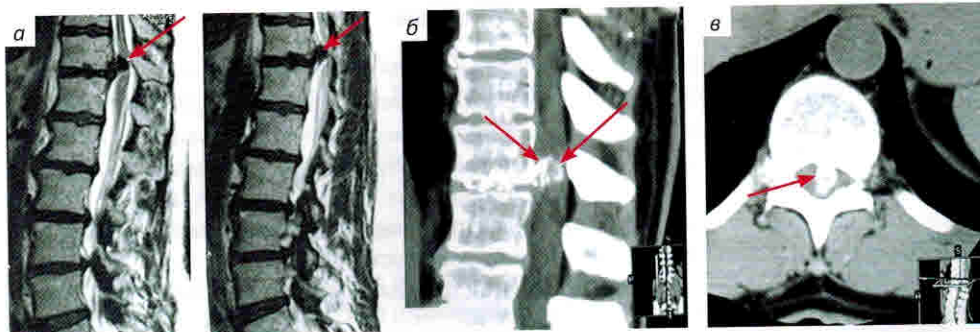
Грыжа межпозвонокового диска Th_{11} – Th_{12} у больной В. (указана стрелками): а – МРТ грудного отдела позвоночника в сагиттальной проекции, T2-ВИ. Видна грыжа диска; б, в – КТ в сагиттальной (б) и аксиальной (в) проекциях. Определяются оссифицированные края грыжевого выпячивания и оссификация самой грыжи
